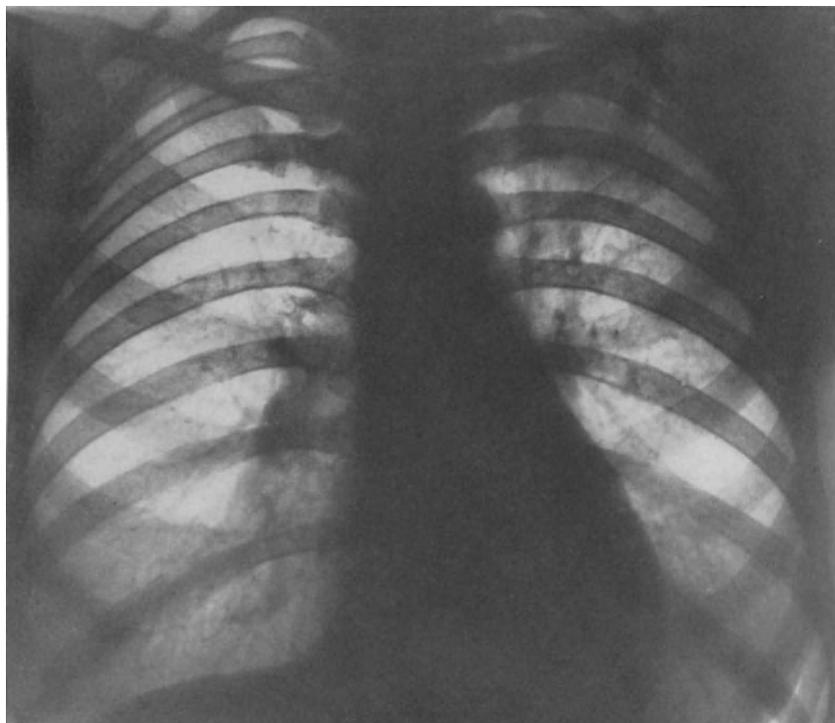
30jährige Frau. 1948 erste Symptome der Erkrankung. Keine ärztliche Untersuchung und Behandlung. Nach Verschlechterung des Allgemeinbefindens erstmals 1954 Aufsuchen eines Arztes. Röntgenologisch walnußgroßer Hohlraum innerhalb eines scharfbegrenzten, bindegewebig starren Verdichtungsbezirkes mit Abführbronchus zum linken Hilus hin. Auswurf tbk.-positiv. Therapie: Resektion
